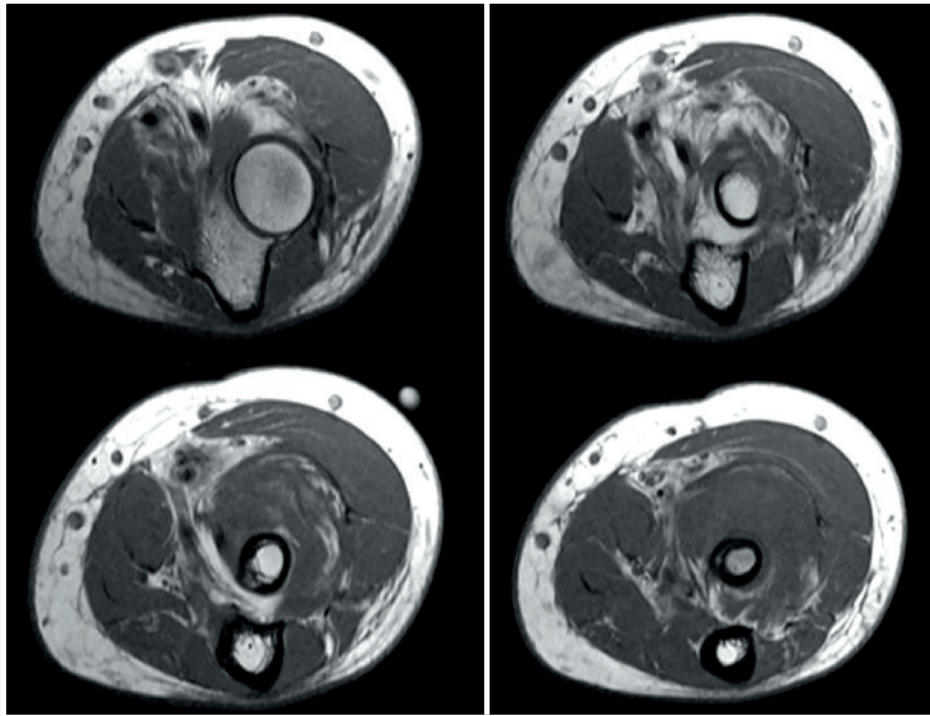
Ressonância magnética, cortes axiais antebraço esquerdo
